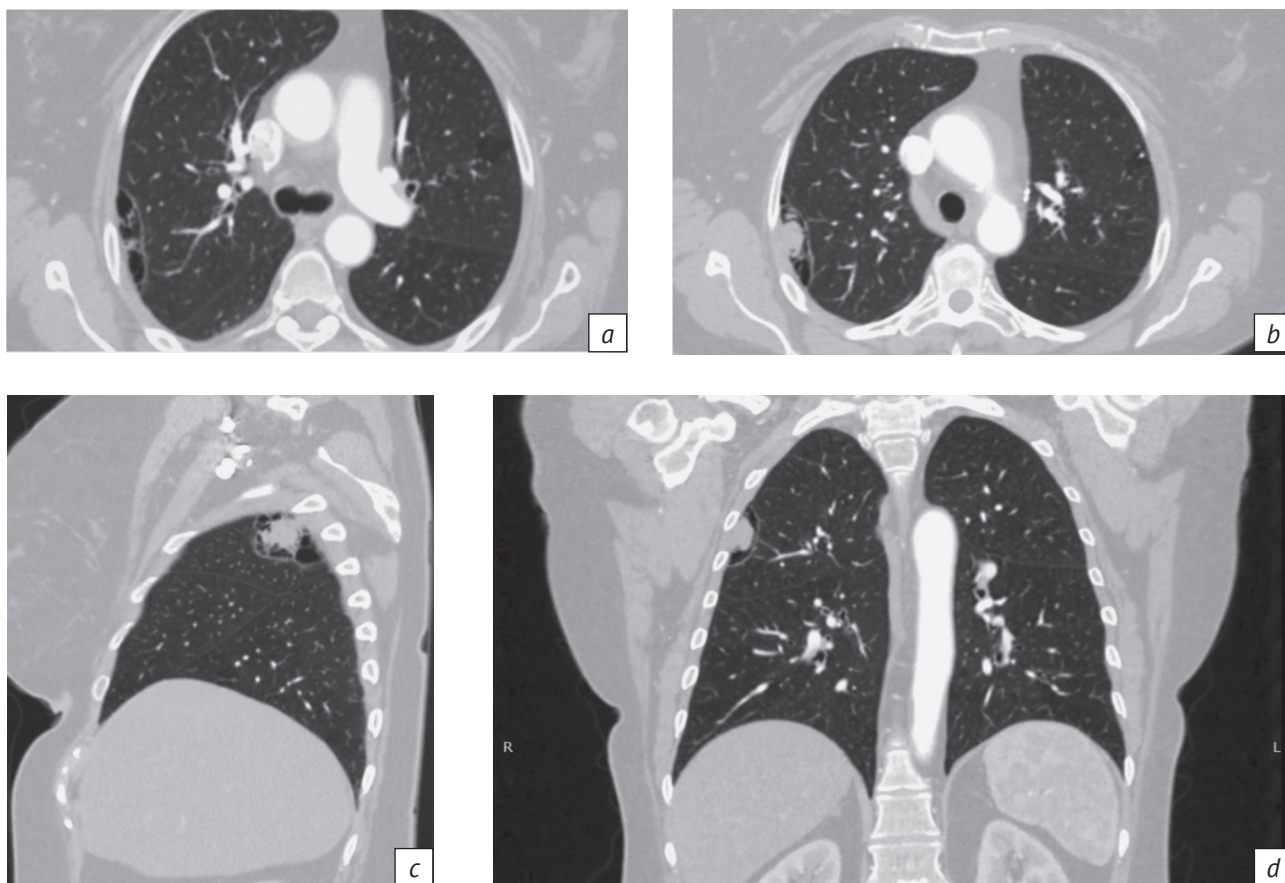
Компьютерные томограммы органов грудной клетки 70-летней пациентки. В верхней доле правого легкого определяется пристеночно многокамерная полость, в стенках которой структура неправильной формы:
